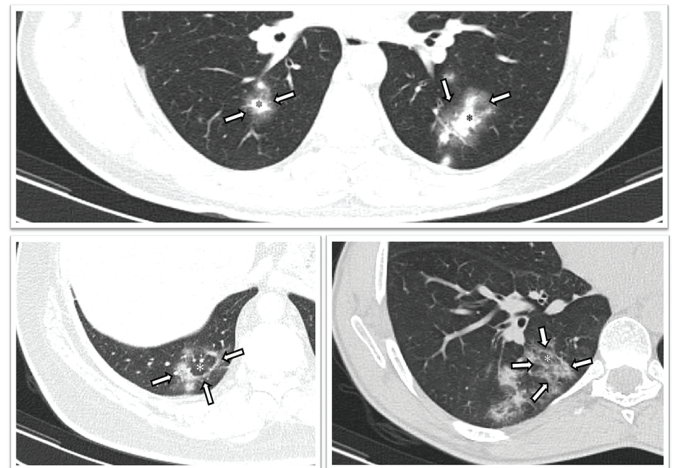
Axial CT image (above) reveals a ground-glass halo (arrows) surrounding a denser nodule or a consolidation (asterisk). Axial two CT image (below) of different patients reveals a reversed-halo formed by a dense ring (arrows) encircling a central area of GGO (asterisk)
